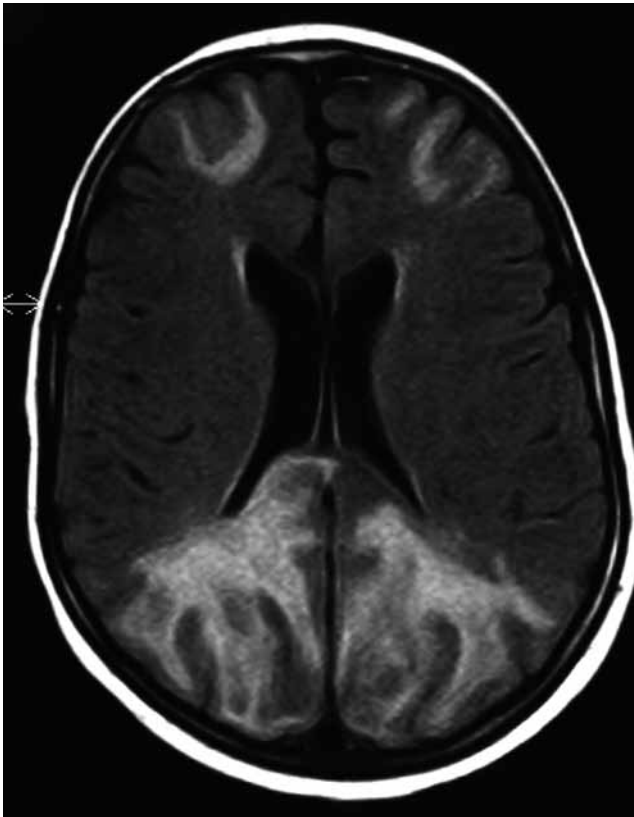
Secuencia FLAIR de RM craneal que muestra hiperintensidad subcortical en los mismos territorios, confirmando el diagnóstico de leucoencefalopatía posterior.
